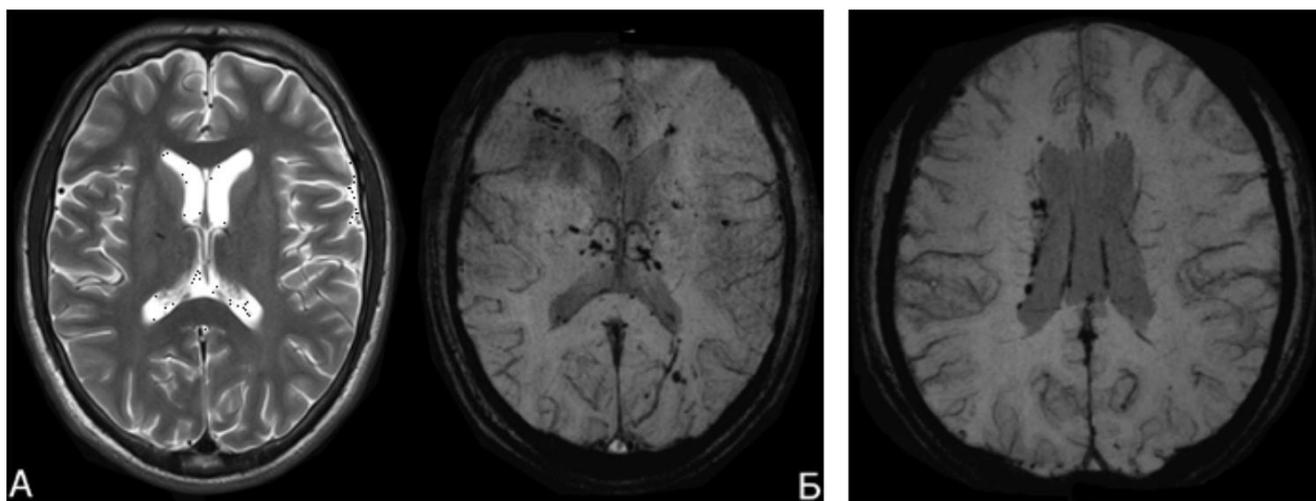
Пациент К., 19 лет, диффузное аксональное повреждение, мототравма. МРТ-картина через 2 месяца после травмы. Клиническая картина представлена умеренными когнитивными нарушениями, рефлекторным центральным тетрапарезом. А – T2 взвешенное изображение. Б – SWI изображение. Видны множественные посттравматические очаги измененного МР сигнала в базальных ганглиях, паравентрикулярно и в белом веществе больших полушарий мозга.
